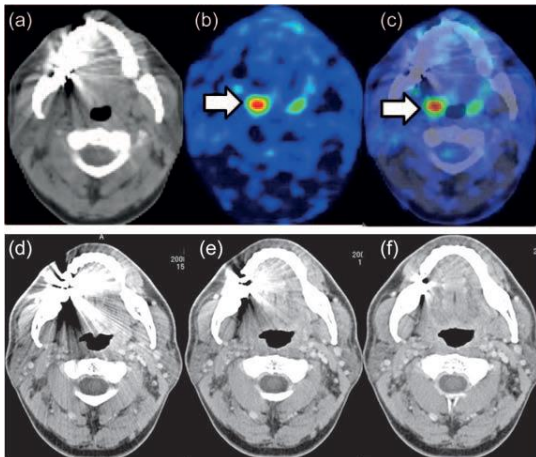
中咽頭癌症例：a. 単純 CT, b. FDG-PET, c. FDG-PET/CT, d-e 造影 CT；CT で不明瞭な GTV が PET では明瞭であった（矢印）。
